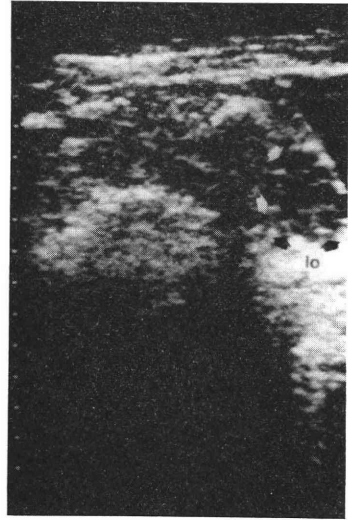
general cystic pattern を示す超音波断層図
